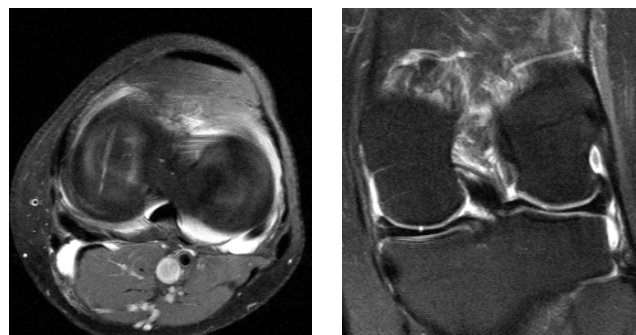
Die MRT erlaubt auch die Erfassung kleiner, in diesem Fall aber die ganze Knorpeldicke durchtrennende Läsionen wie dieser Riefe im medialen Femurkondylus (winziger IV. gradiger Knorpelschaden)
